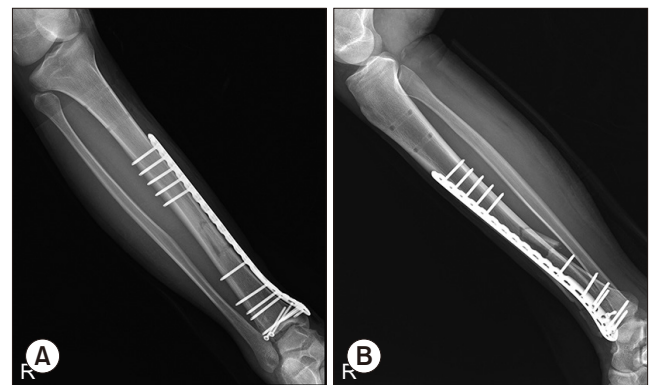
Ankle anteroposterior (A) and lateral (B) X-ray after conversion operation.
